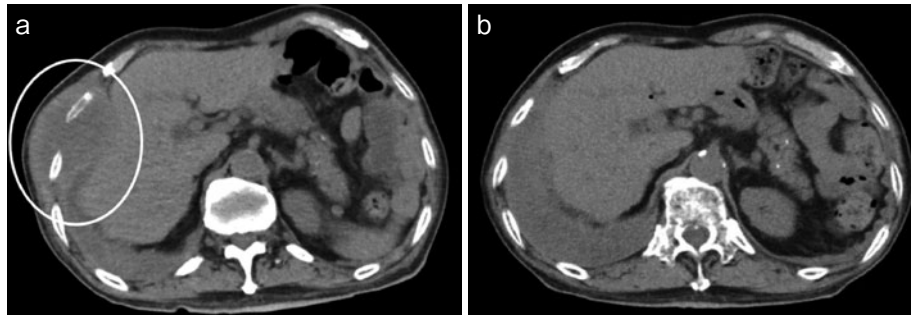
胸部単純CT縦隔条件. (a) 入院時. 右胸壁に肋骨を中心とした低吸収性の腫瘤を認める (白丸内). 骨破壊は伴っていない. (b) 1年後. 腫瘤は指摘できない.
